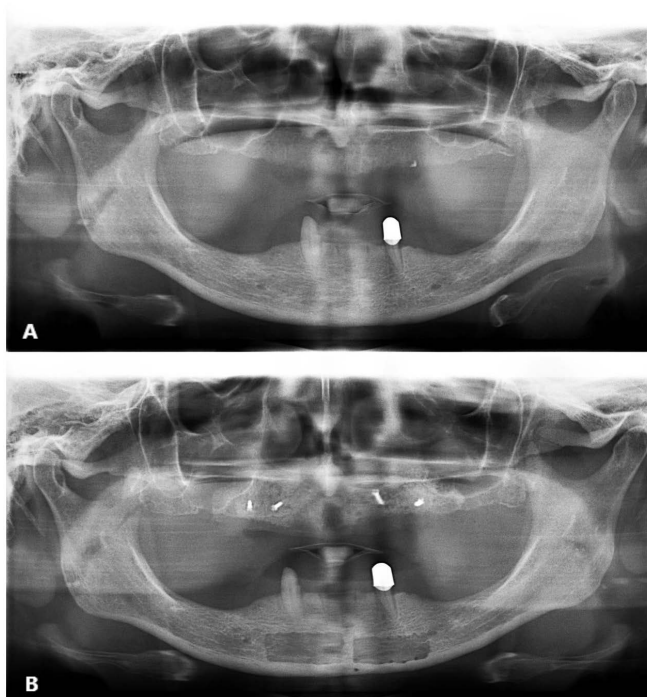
A. Preoperative orthopantomography, B. Orthopantomography after bone grafting procedure.
